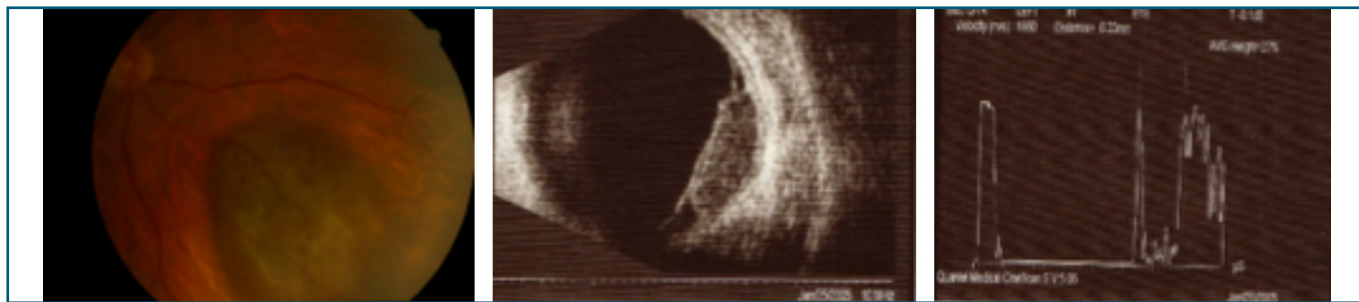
L'insieme delle caratteristiche oftalmoscopiche e ultrasonografiche permette di orientare la diagnosi: lesione pigmentata rilevata, solida con aspetto cupoliforme, con bassa riflettività interna, compatibile con melanoma corioideale
